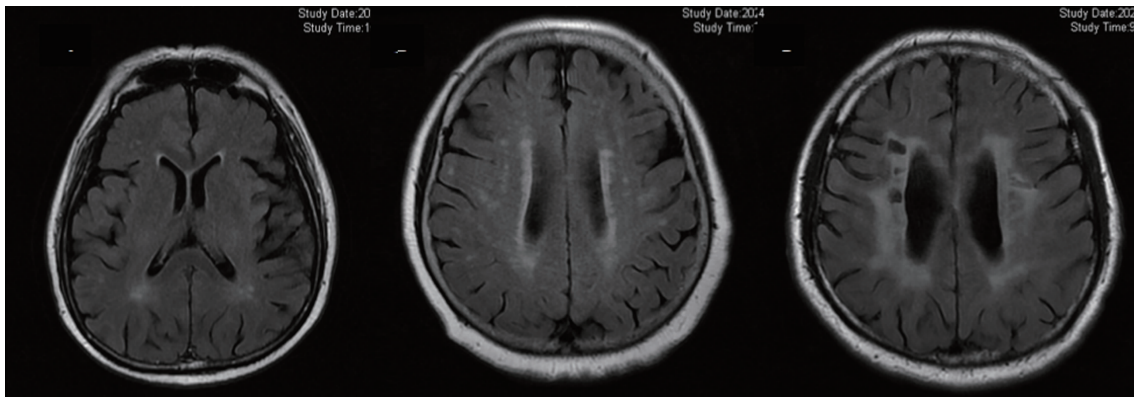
3 例 CSVD 患者 MRI。T<sub>2</sub> 液体衰减反转恢复 (FLAIR) 序列成像。1a 示侧脑室前后角点片状白质病变, Fazekas 评分 1 分, 纳入低负荷组; 1b 示广泛的侧脑室周围脑白质病变, Fazekas 评分 2 分, 纳入中负荷组; 1c 示弥漫融合性的白质病变伴腔隙性梗死灶, Fazekas 评分 3 分, 纳入高负荷组
